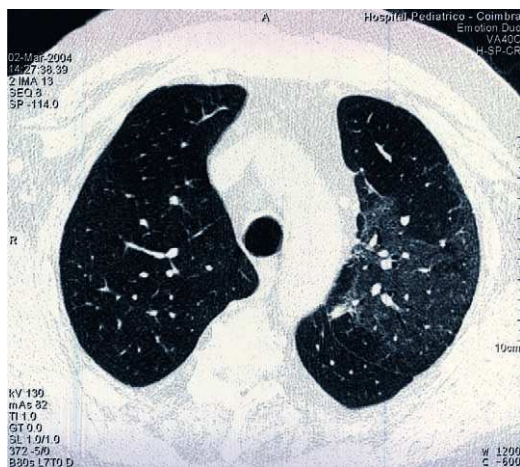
TAC tórax: Padrão em “vidro despolido”
